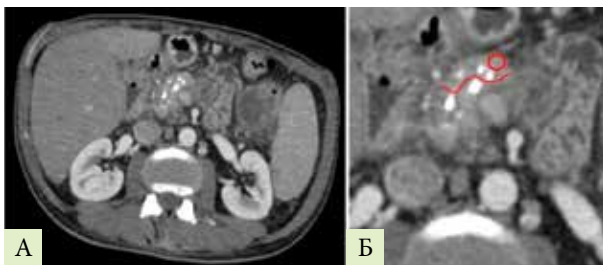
Пример измерения рентгеновской плотности ткани ПЖ у пациента с ХП. КТ в панкреатическую фазу: а – томограмма в аксиальной плоскости, б – увеличенный фрагмент томограммы. Красной линией показана планируемая граница резекции, красным кругом – зона измерения
